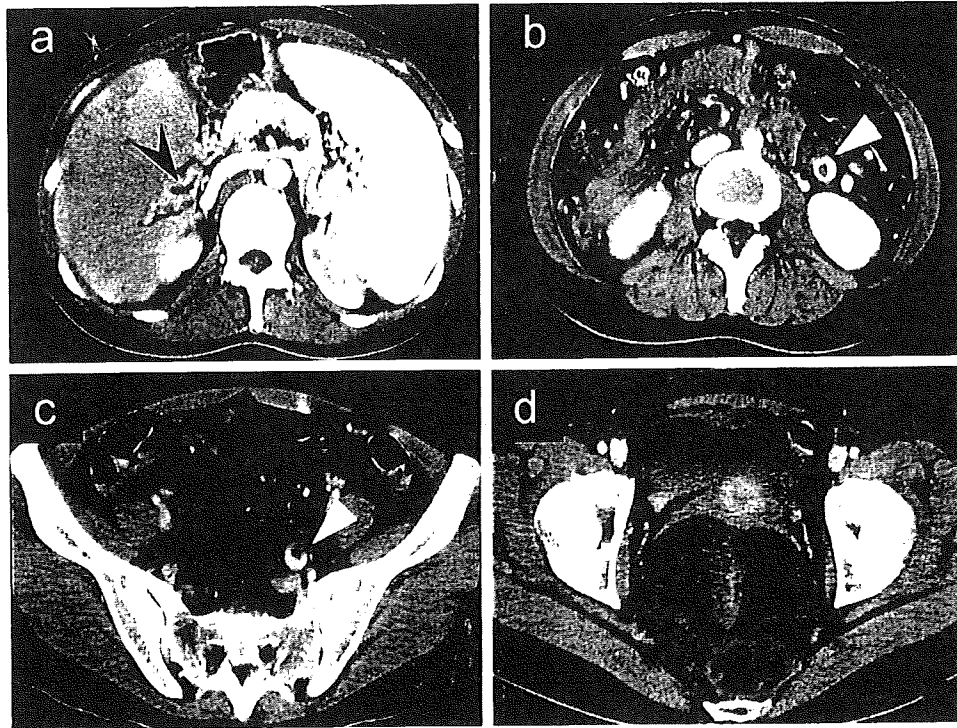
造影CT a: 門脈本幹に血栓(黒矢印)を認め、その周囲と脾門部に側副血行路が発達している。b~d: 左腎前~肛門直上までの広範囲後腹膜腔に造影効果の乏しい巨大腫瘍あり、内部に石灰化・脂肪成分をともなう。腫瘍内部には下腸間膜静脈が走行しており、血管内に血栓形成(白矢印)を認める(この血栓は脾静脈・門脈の血栓から連続する)。
